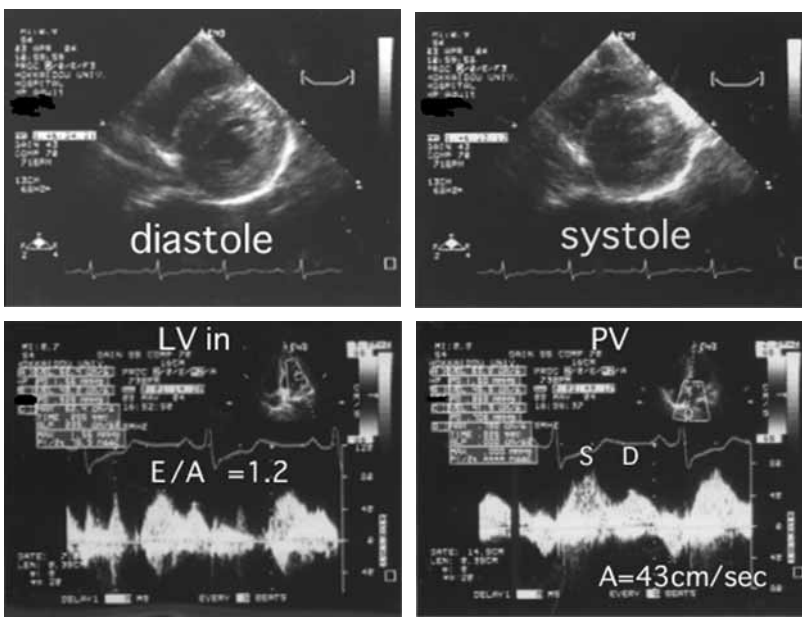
Echocardiography. Diastolic and systolic phase of short-axis view, showing thick left ventricular wall. LV (left ventricular inflow pattern) and PV (mean pulmonary venous flow pattern) were used as indicators of diastolic function.
